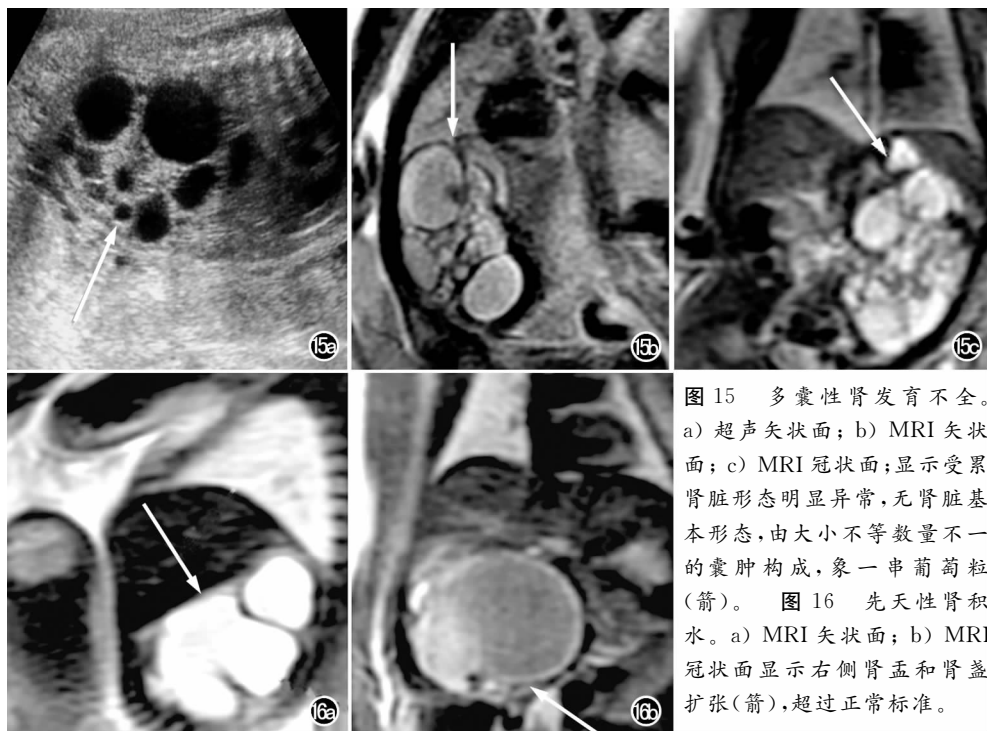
多囊性肾发育不全。a) 超声矢状面; b) MRI 矢状面; c) MRI 冠状面;显示受累肾脏形态明显异常,无肾脏基本形态,由大小不等数量不一的囊肿构成,象一串葡萄粒(箭)。
